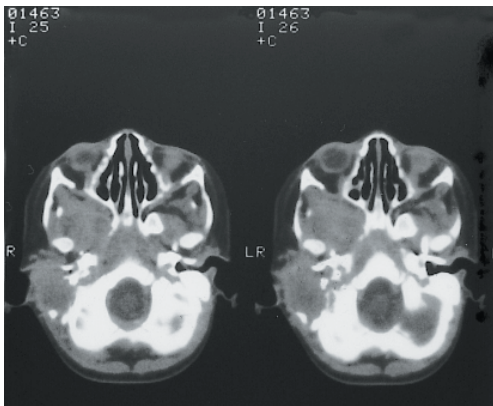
TC craneal en una niña con histiocitosis de células de Langerhans invasiva. Obsérvese la presencia de osteólisis y masa de partes blandas en mastoides izquierda.
